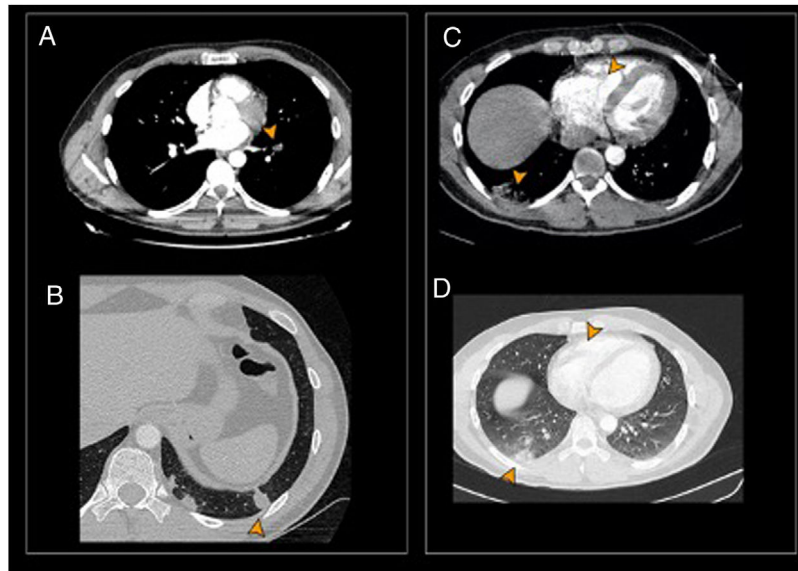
Primer angio-TC. A) Tromboembolismo segmentario oclusivo en arteria del LII (punta de flecha). B) Condensaciones periféricas por infartos pulmonares en el LII (punta de flecha). Segundo angio-TC. C y D) Infarto pulmonar en el lóbulo inferior derecho. Trombo en el ventrículo derecho (puntas de flecha).
